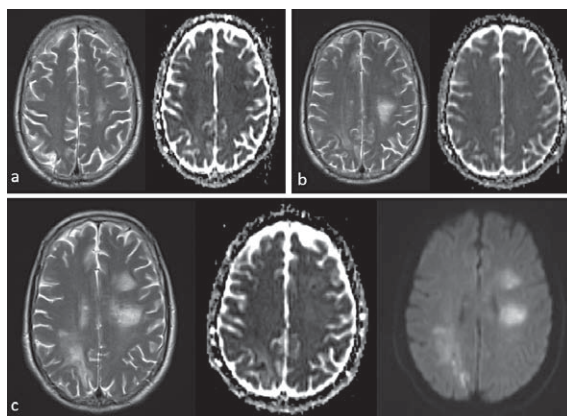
Brain MRI images; a. At presentation with a left cortico-subcortical frontoparietal T2 hyperintensity with diffusion restriction (T2 weighted image and ADC map); b. T2 hyperintensities in the left centrum semiovale and in the right peritrigonal region, with no diffusion restriction (T2 weighted image and ADC map); c. Lesion progression with bilateral areas of diffusion restriction and mass effect, one month later (T2-weighted image, ADC map and diffusion-weighted image).
